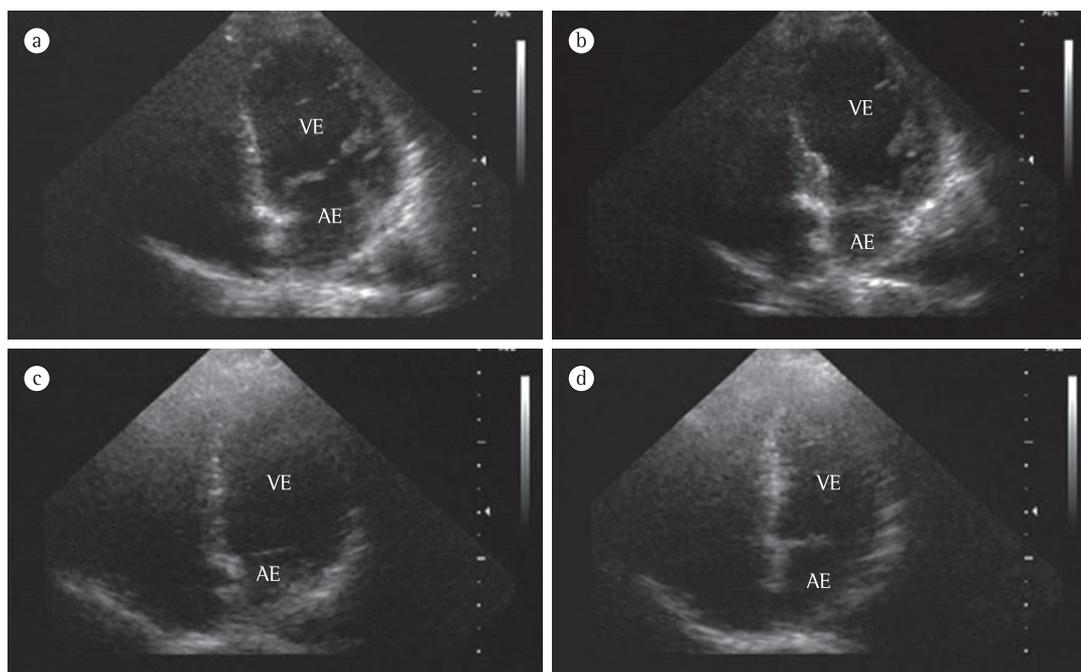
Visão apical das quatro câmaras no ecocardiograma realizado no momento da admissão – durante o final da diástole (a) e o final da sístole (b) – revelando hipocinesia dos segmentos médio-apicais da parede anterior, lateral, septal e inferior. Houve melhora da função ventricular esquerda 48 h após a admissão (c e d).
